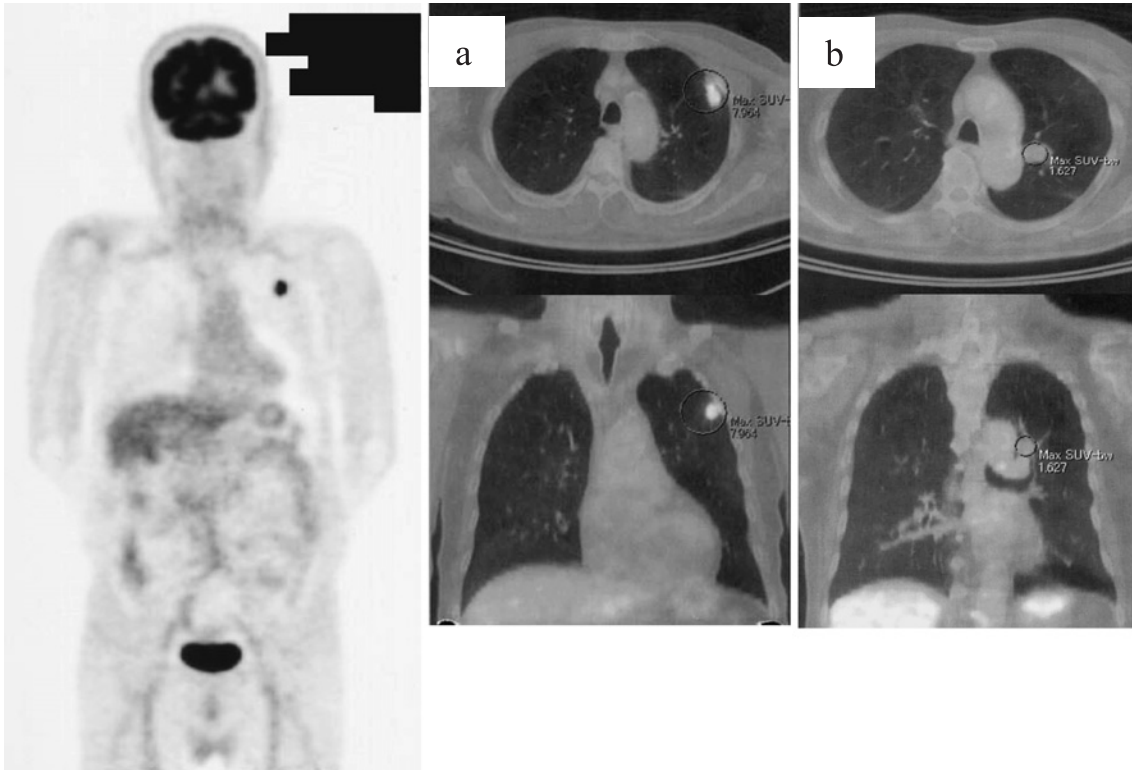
PET scan demonstrated abnormal uptake in the left S³ lesion (SUVmax = 7.9) (a). There is no accumulation in the hilar nodule (SUVmax = 1.6) (b).
